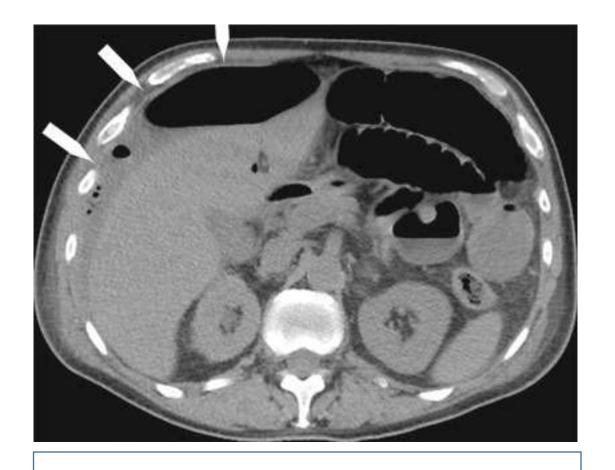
TDM A/P sans ingestion de gastrographine pneumoperitoine
